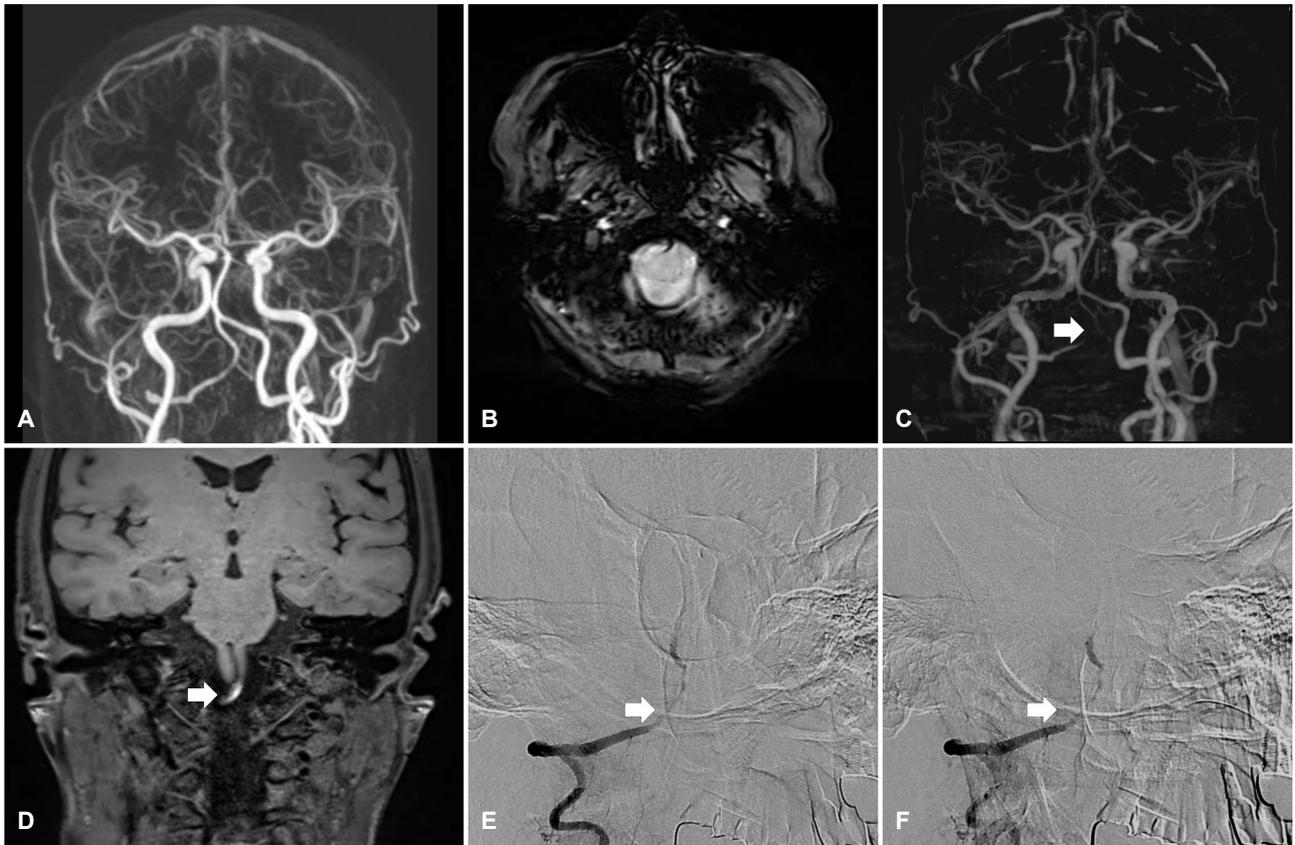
(A) Initial magnetic resonance (MR) angiography did not identify definite vertebral artery dissection and (B) MR imaging (MRI) on susceptibility-weight image did not reveal intramural hematoma. Computed tomography angiography (CTA) and high-resolution vessel wall MRI were performed three days after first severe headache developed. (C) CTA revealed severe focal stenosis (arrow) in the right vertebral artery and (D) high-resolution vessel wall MRI identified intramural hematoma presenting as high-signal intensity (arrow) in the coronal T1-weighted fat-suppression image. Digital subtraction angiography (DSA) was performed four days after first severe headache. (E, F) DSA revealed abrupt segmental stenosis (arrow) with no dissecting aneurysm.
